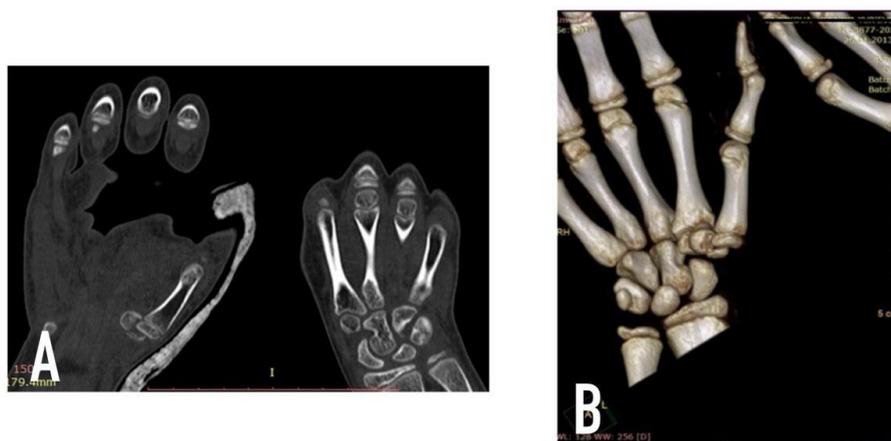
А – КТ-изображение кисти – фронтальной плоскости: перелом кости-трапеции, В – 3D-моделирование КТ-изображения кисти: перелом кости-трапеции
